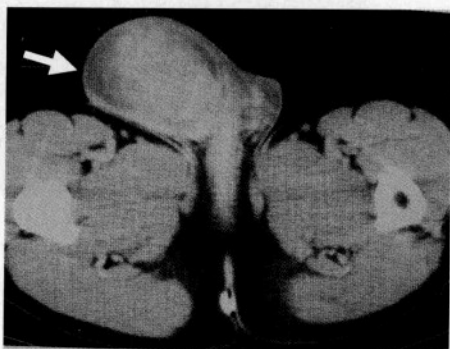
腹膜后恶性神经鞘瘤右侧睾丸转移增强 CT 示右侧睾丸肿块, 强化不均, 鞘膜内积液
